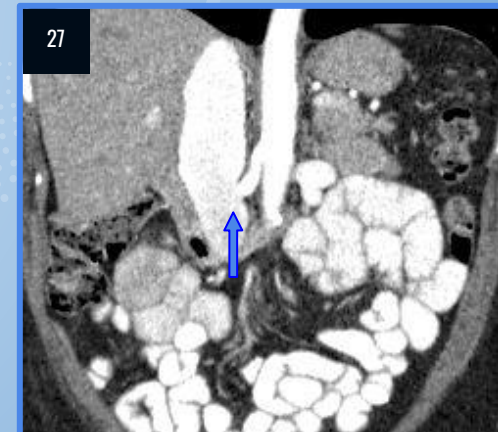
TC abdomen con contraste oral y EV. MPR coronal. Arteria renal derecha en comunicación con VCI (flecha azul), produciendo aumento del diámetro de esta última y pasaje de contraste temprano a territorio venoso. Ausencia de riñón derecho (estrella verde).
